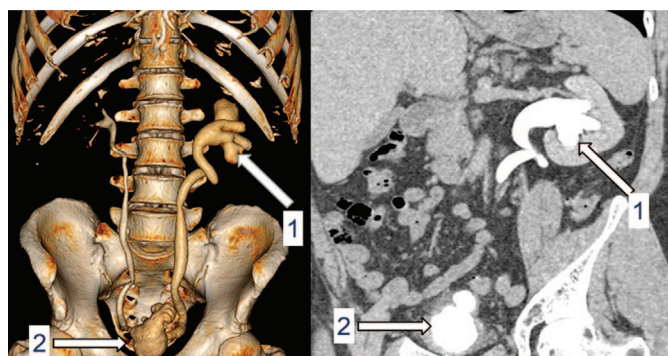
Пациент Ж. КТ мочевыводящих путей с контрастным усилением: 1 – левосторонняя калико-пиелозктазия (лоханка до 21 мм, расширение шеек чашечек до 14 мм, чашечек до 24 мм), стриктура (сужение до 1 мм) нижней трети левого мочеточника, двухсторонняя уретероэктазия, более выраженная слева; 2 – микроцистис, утолщение стенок мочевого пузыря до 12 мм
